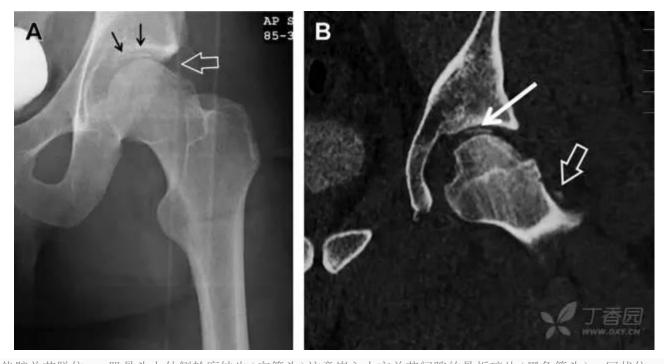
股骨颈骨折伴髋关节脱位。A 股骨头上外侧轮廓缺失(空箭头)注意嵌入上方关节间隙的骨折碎片(黑色箭头)B 冠状位 CT 多维重建(MPR)证实骨软骨碎片(白色箭头)和关节上方的另一个碎片(空箭头)
